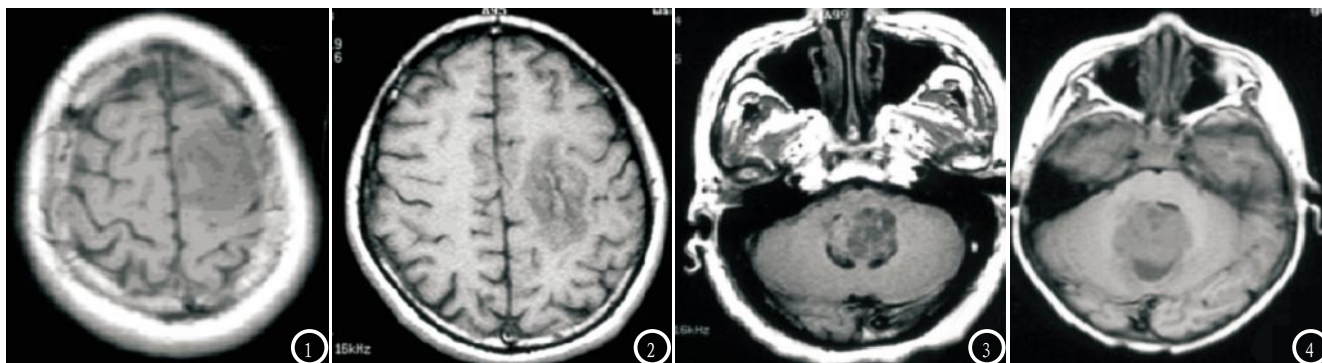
MRI图像示低级别星形细胞瘤T₁WI低信号。图2 MRI图像示少枝胶质瘤, 瘤体较大, 边缘模糊。图3 MRI图像示室管膜瘤稍低信号。图4 MRI图像示髓母细胞瘤外观形态似类圆形状, 瘤体周围存在水肿。
